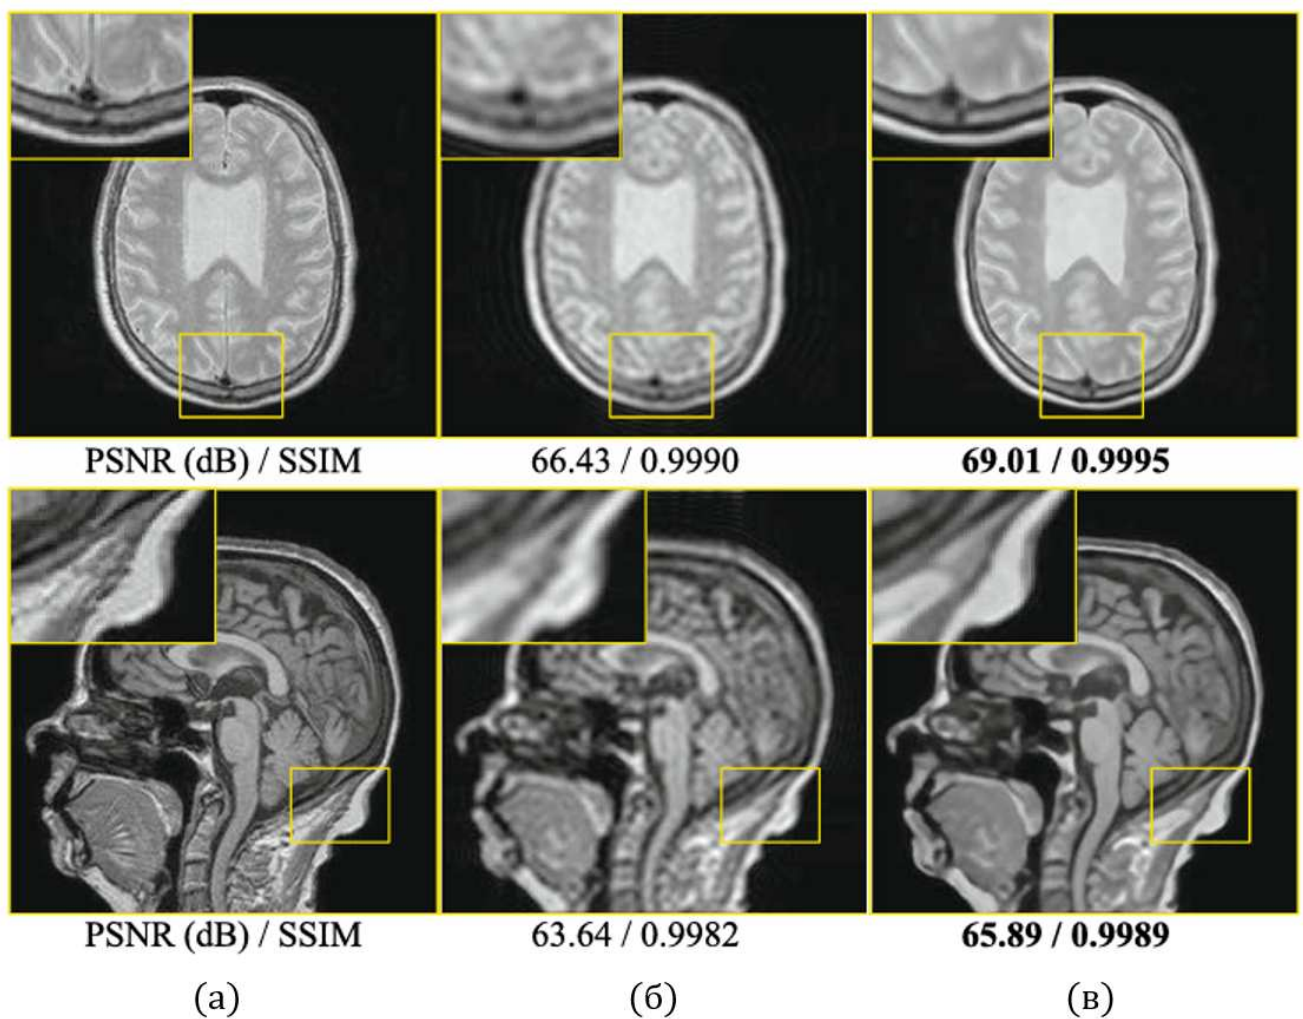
Примеры улучшения качества изображений МРТ головного мозга нейронной сетью GAS-CNN. (а) – референсные изображения без артефактов, (б) – изображения с осцилляциями Гиббса, (в) – результаты нейронной сети GAS-CNN.
